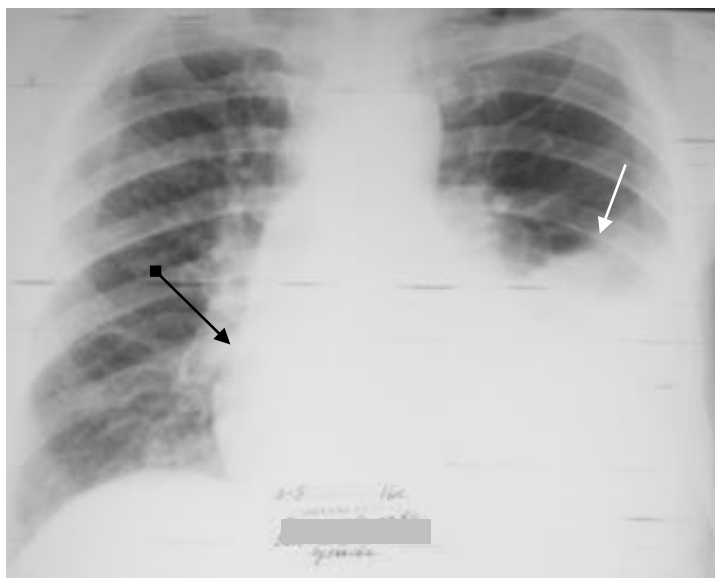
Обзорная рентгенограмма грудной клетки в прямой проекции. Слева интенсивное затемнение треугольной формы в нижнем и среднем отделах легочного поля с верхней косой границей, соответствующей линии Дамуазо (белая стрелка). Средостение смещено в здоровую сторону (стрелка с ромбом). Правосторонний экссудативный плеврит
